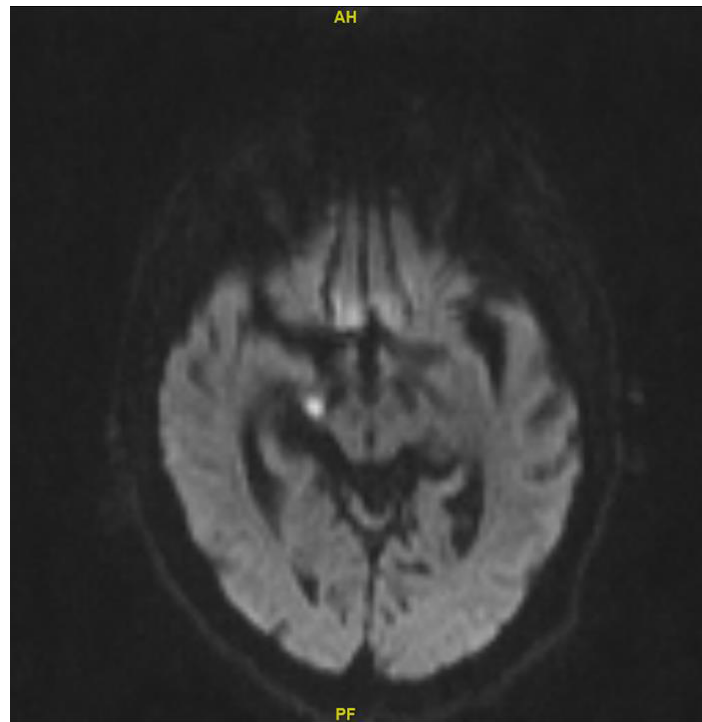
RM cerebral de difusión. Plano axial.
